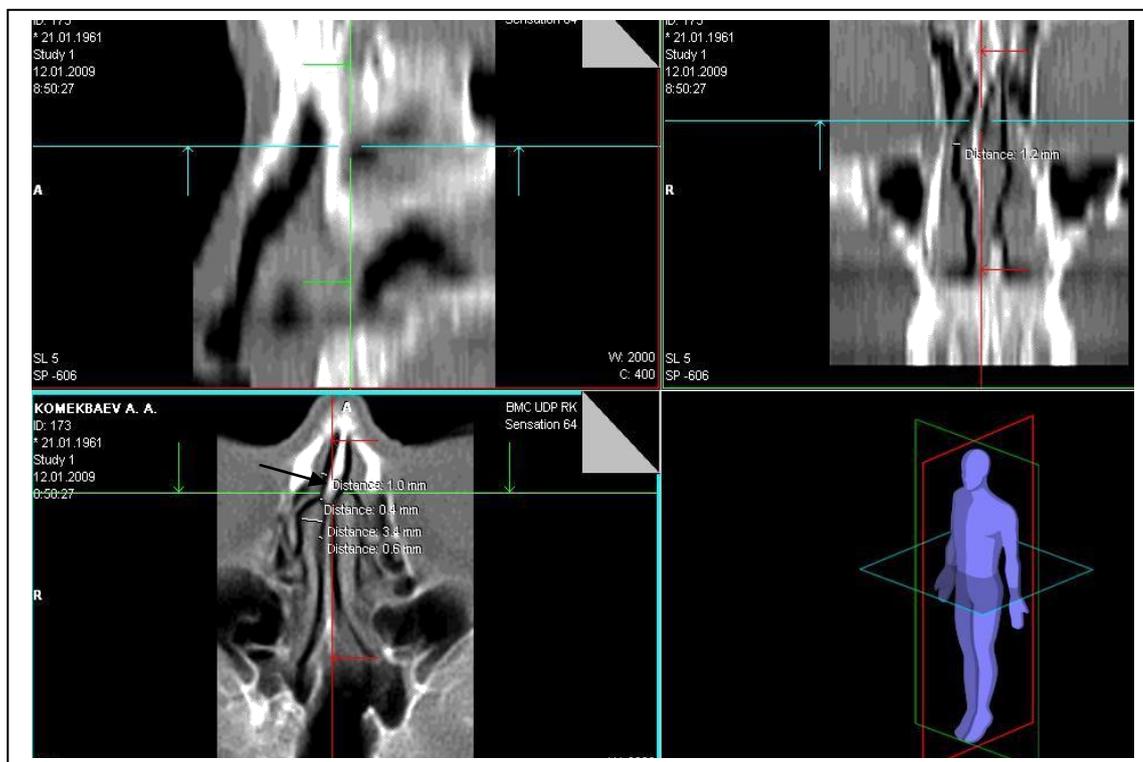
II уровень КТ исследования искривления перегородки носа
